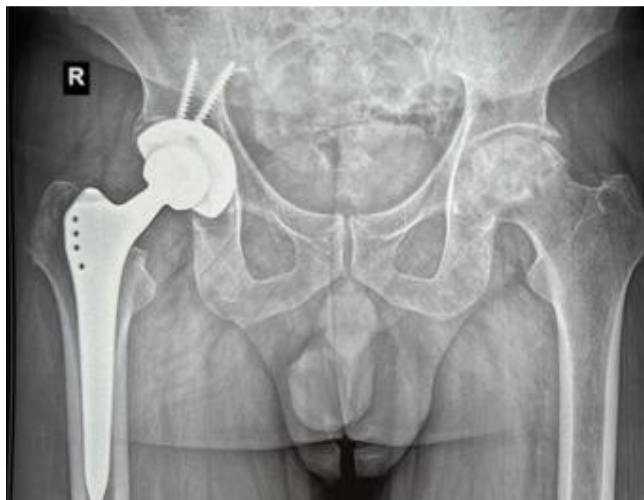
Рентгенография тазобедренных суставов после операции
